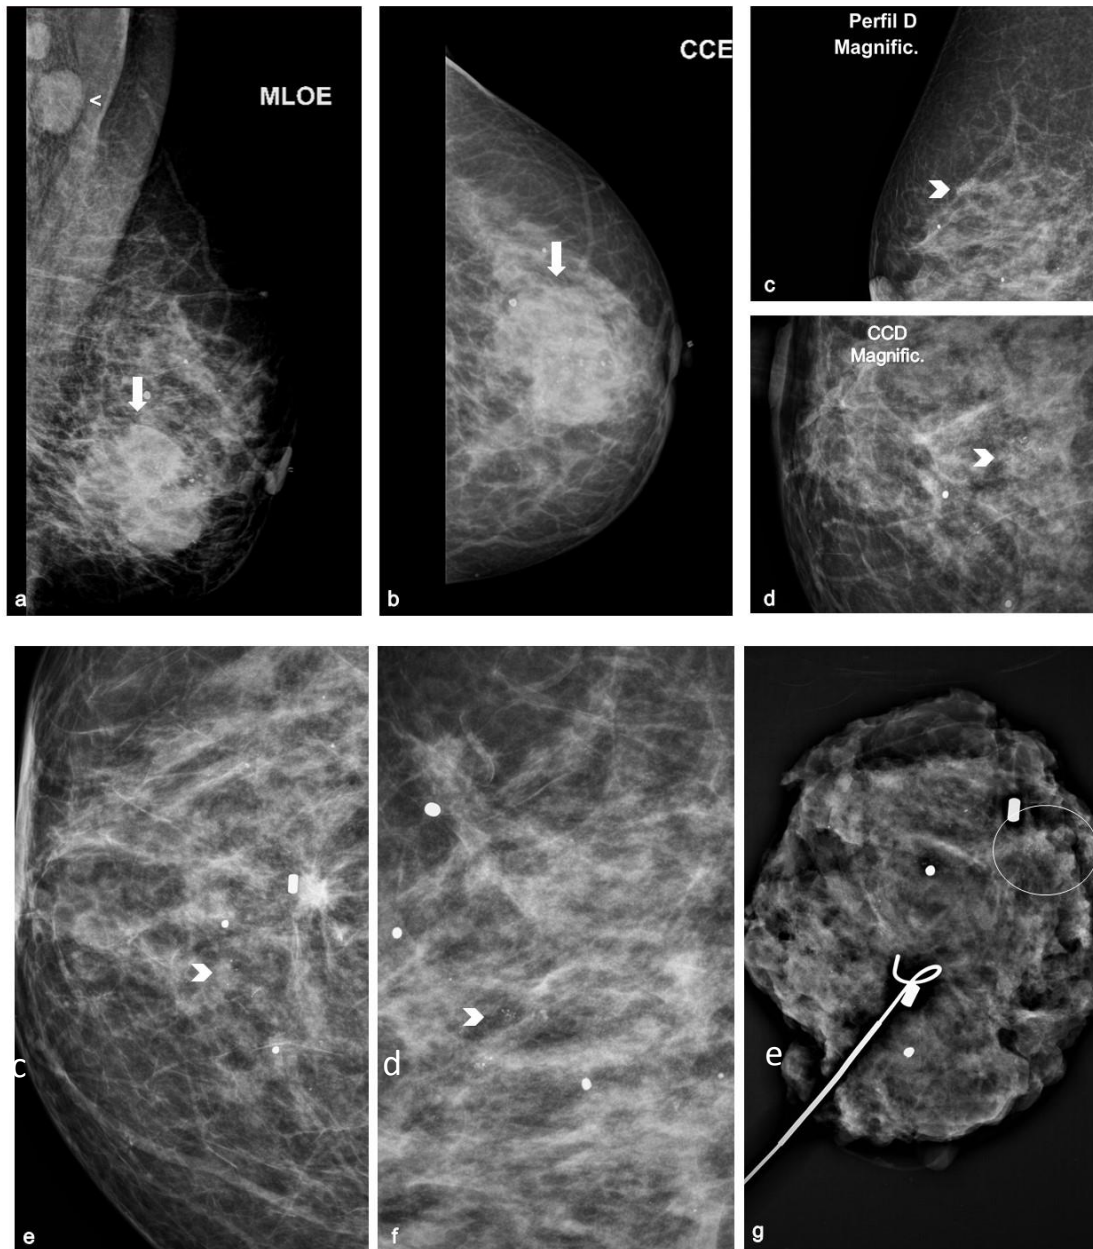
Paciente de 58 anos com diagnóstico de neoplasia de mama esquerda representada por nódulo associado a calcificações (setas) e linfonodo atípico no prolongamento axilar (<) (a,b) apresentando concomitantemente na mama direita calcificações amorfas agrupadas (cabeça de seta), na união dos quadrantes superiores, nas grafias em perfil absoluto (c) e craniocaudal (d). O anatomopatológico mostrou adenose florida e alterações de células colunares, sem lesões residuais (não mostrado). Mamografias ampliadas em perfil (e) e craniocaudal (f) de seguimento após 23 meses com aparecimento novo grupamento de calcificações (cabeça de seta) próximo ao marcador de biópsia prévia com diagnóstico de CDIS de baixo grau na nova BPVE. Radiografia da peça cirúrgica com a presença de calcificações amorfas malignas (O) e marcadores das biópsias prévias. (g) Fonte: As autoras (2020).
